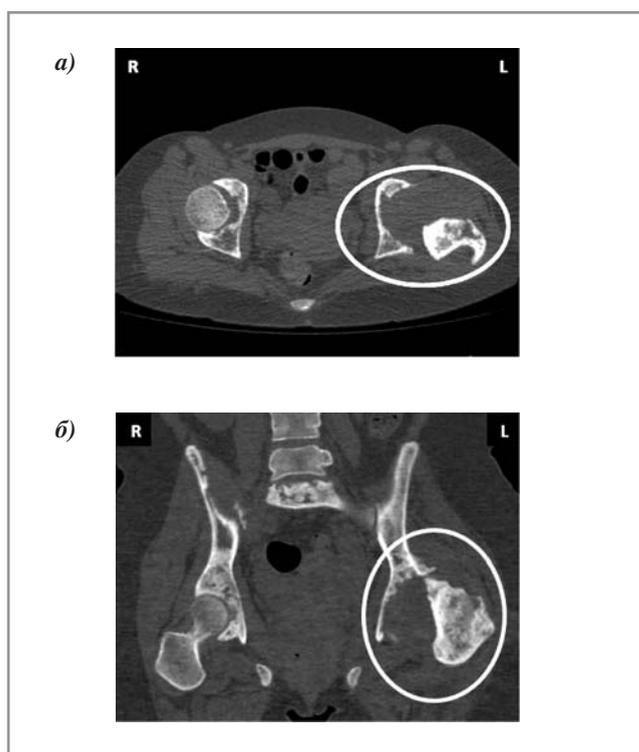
КТ-сканы тазобедренных суставов в аксиальной (а) и фронтальной (б) проекциях. Выраженные деструктивные изменения в левом тазобедренном суставе.
